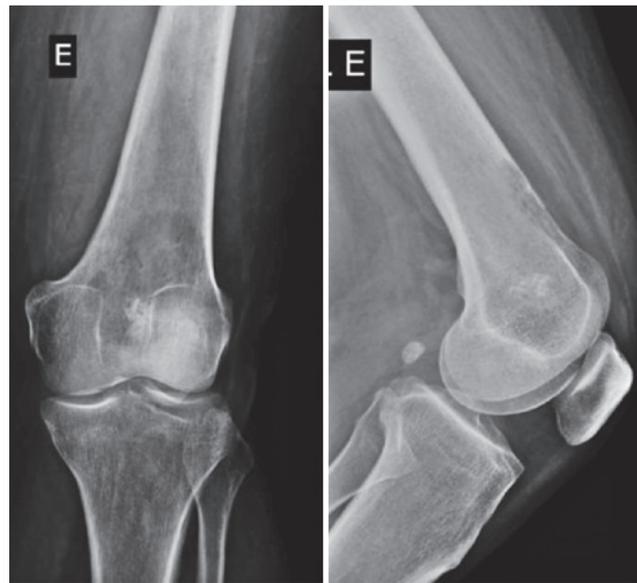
Radiografia do joelho esquerdo evidenciando lesão lítica na porção distal do fêmur esquerdo.
